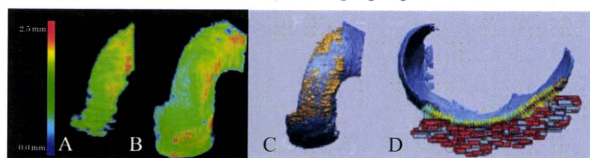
Color mapping of cartilage thickness with the 3D US model (A) and the 3D MRI model (B). C) The 3D US and MRI models were aligned by point registration. D) Cartilage thickness measurements from both models at 400 points 1 mm apart from one another.
